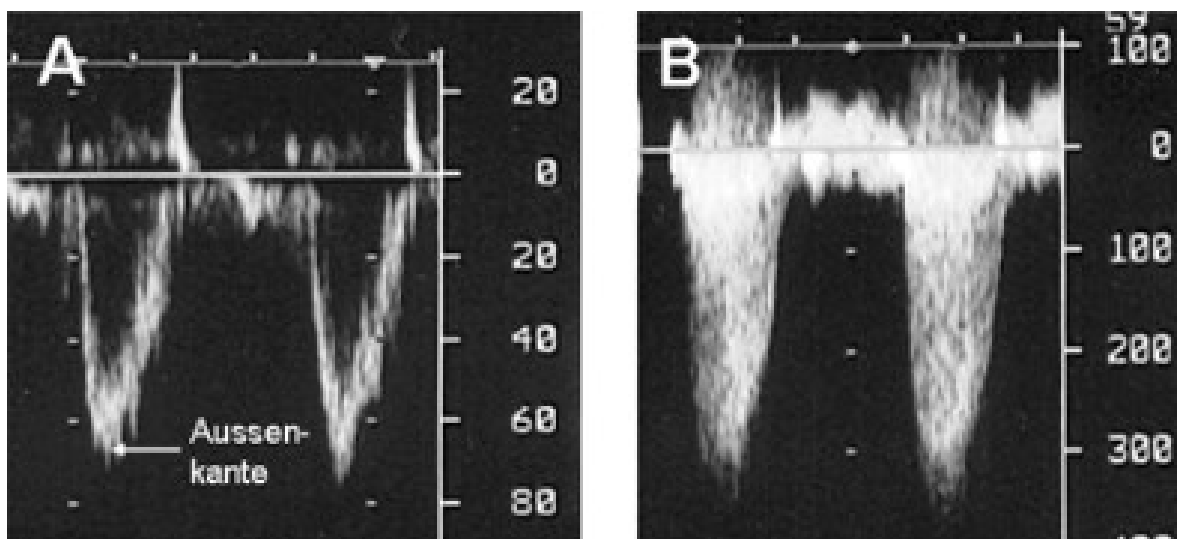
Spektral-Doppler-Sonographie. A. PW-Doppler. B. CW-Doppler.³⁵
